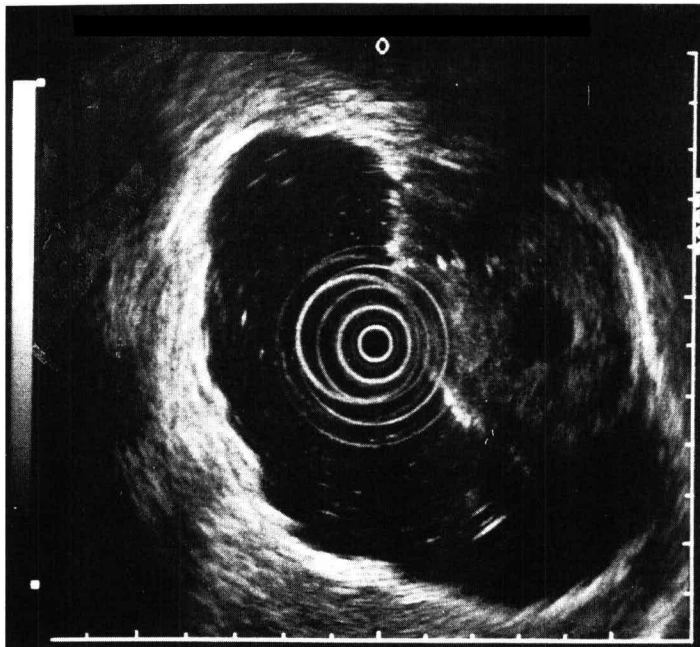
Endoscopic ultrasonography demonstrates that the tumor, 5×4cm in size, shows a heterogeneous echo-pattern with a hypochoic lesion.
